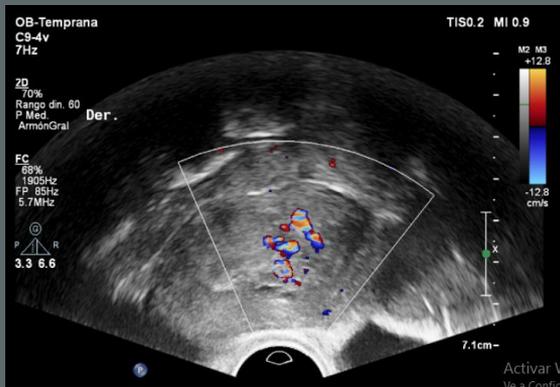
Ecografía en corte sagital de útero en AVF que presenta Doppler color a nivel endometrial.
